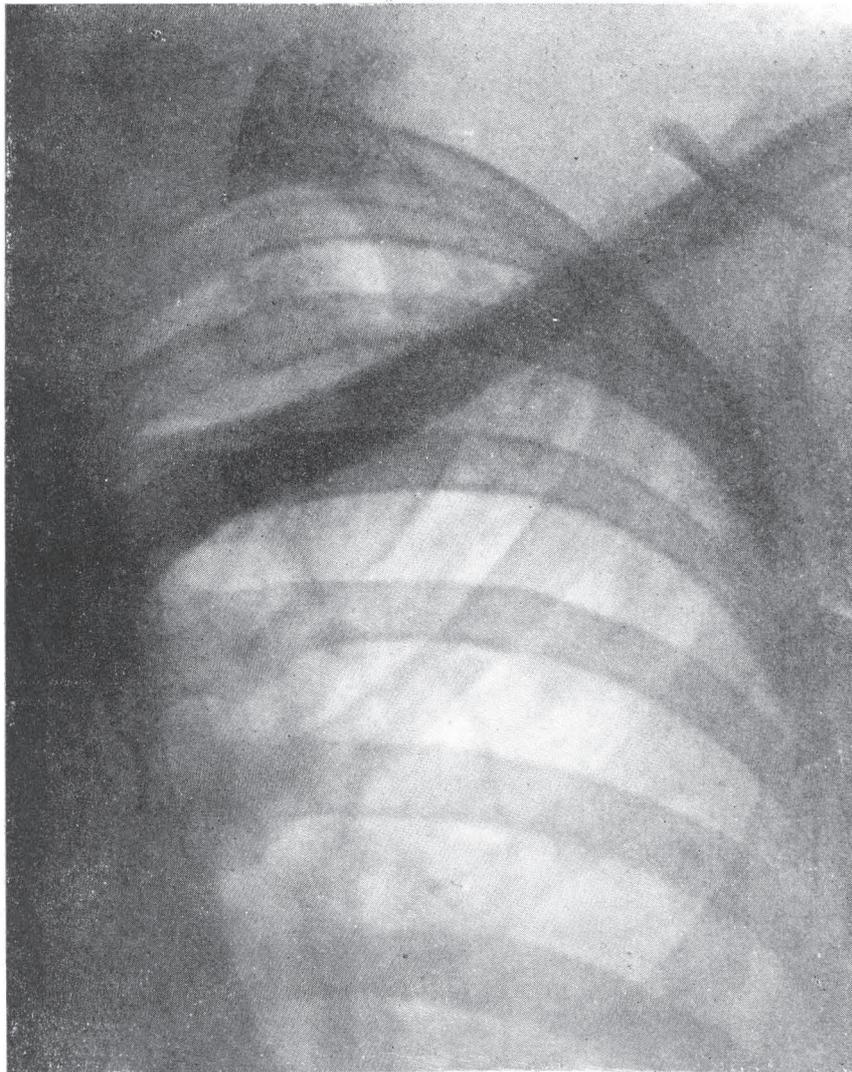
Caso nº 11 — Telerradiografia nº 8.680 (26-VIII-50). — Reativação dos focos apicais e aparecimento de focos infiltrativos maculosos na região subclavicular E. Lavado gástrico com cultura positiva (21-VII-50)
